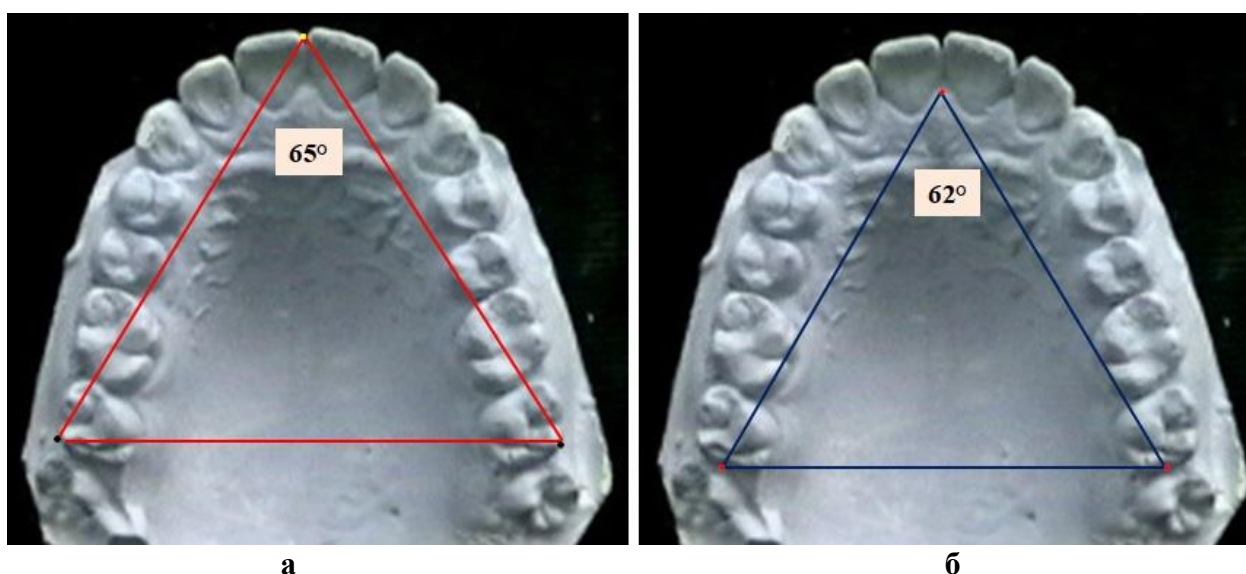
Диагностические треугольники и центральный угол зубных (а) альвеолярных (б) дуг антретрузионного типа верхней челюсти
